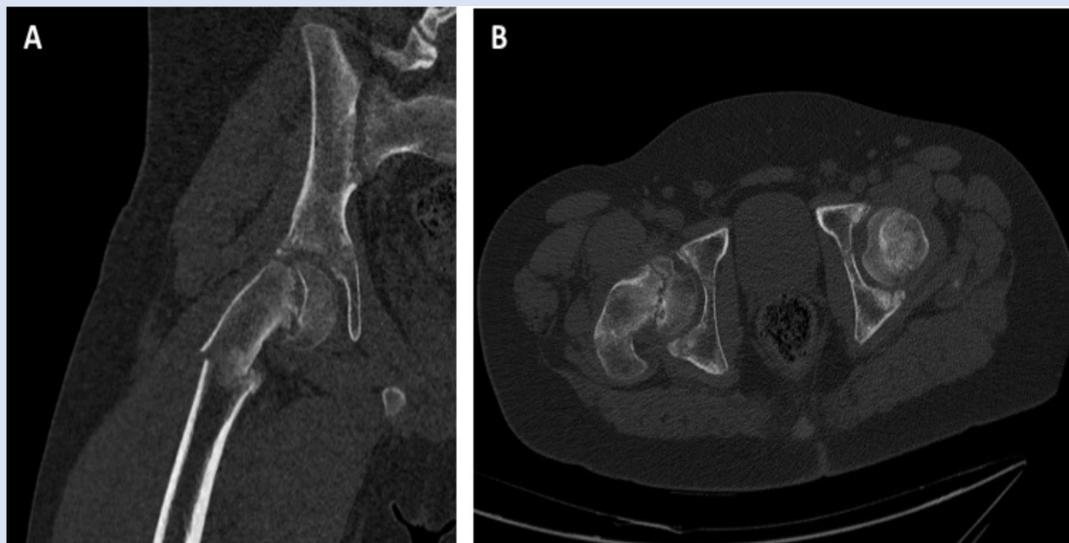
TC abdominopélvico. A. Corte coronal. B. Corte axial
